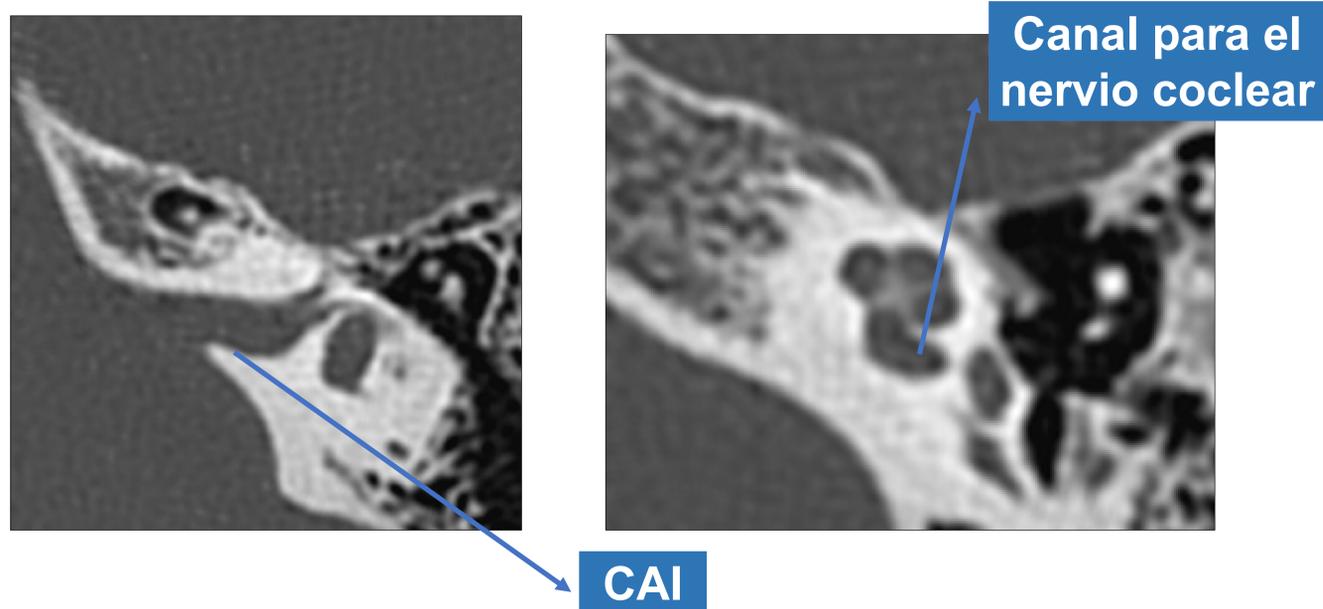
Imágenes de TC en plano axial de oído. Se señala el canal para el nervio coclear y el conducto auditivo interno (CAI), canal óseo ubicado en la porción petrosa del hueso temporal y que contiene el VII y VIII par craneal y la arteria laberíntica.
